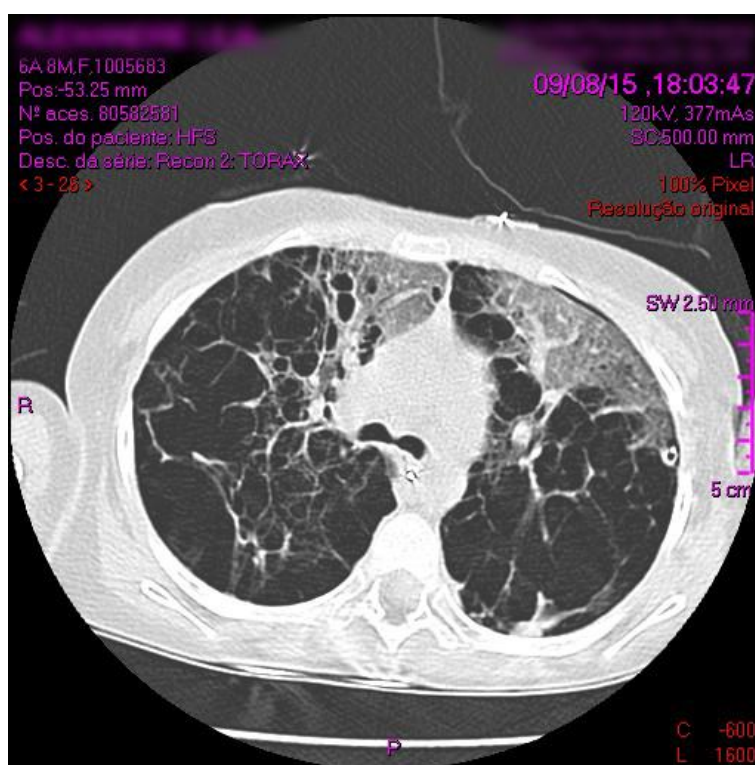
TC torácica realizada a 8/09/2015 (corte a nível do mediastino médio), demonstrando “extensas alterações parenquimatosas com múltiplas bolhas substituindo a quase totalidade do parênquima pulmonar bilateralmente”.
